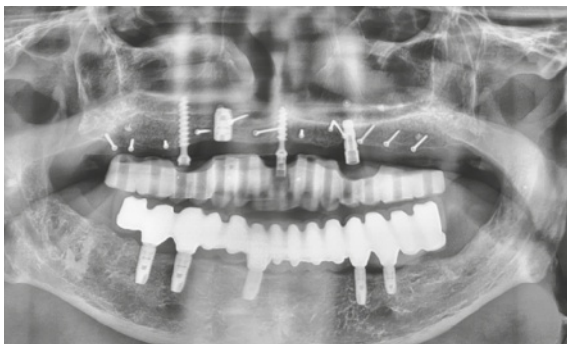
Röntgenkontrollaufnahme nach Augmentation.
